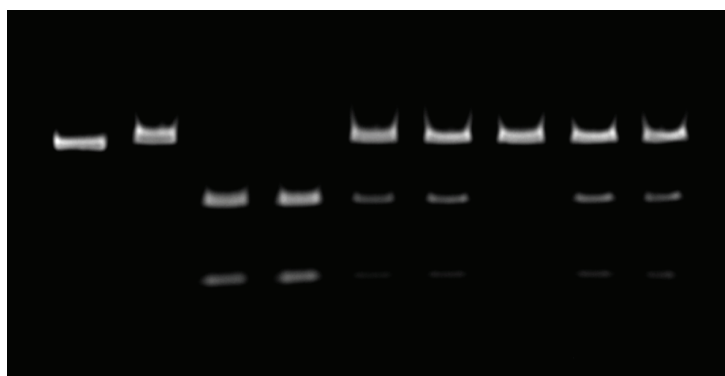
Gel de electroforesis representativo del método de PCR+RFLP. La calle 1 muestra el producto de PCR sin cortar, y las calles 2-9, muestras de CP en las que se observan los genotipos: TT, CC, CC, TC, TC, TT, TC, TC
